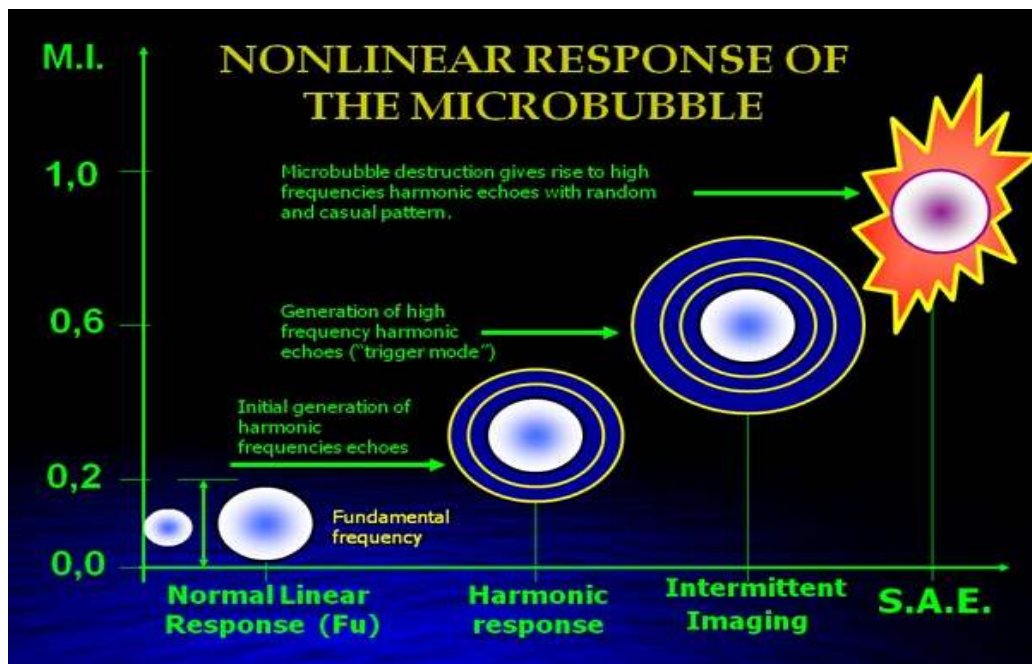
초음파에 따른 초음파 조영제의 반응 (Vincenzo migaleddu, 2009, Methods of cancer diagnosis)
